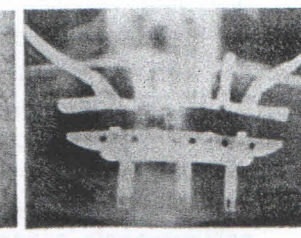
Ortopantomografia final, paciente reabilitada com implantes zigomáticos na maxila e Sistema Novum® na mandíbula
